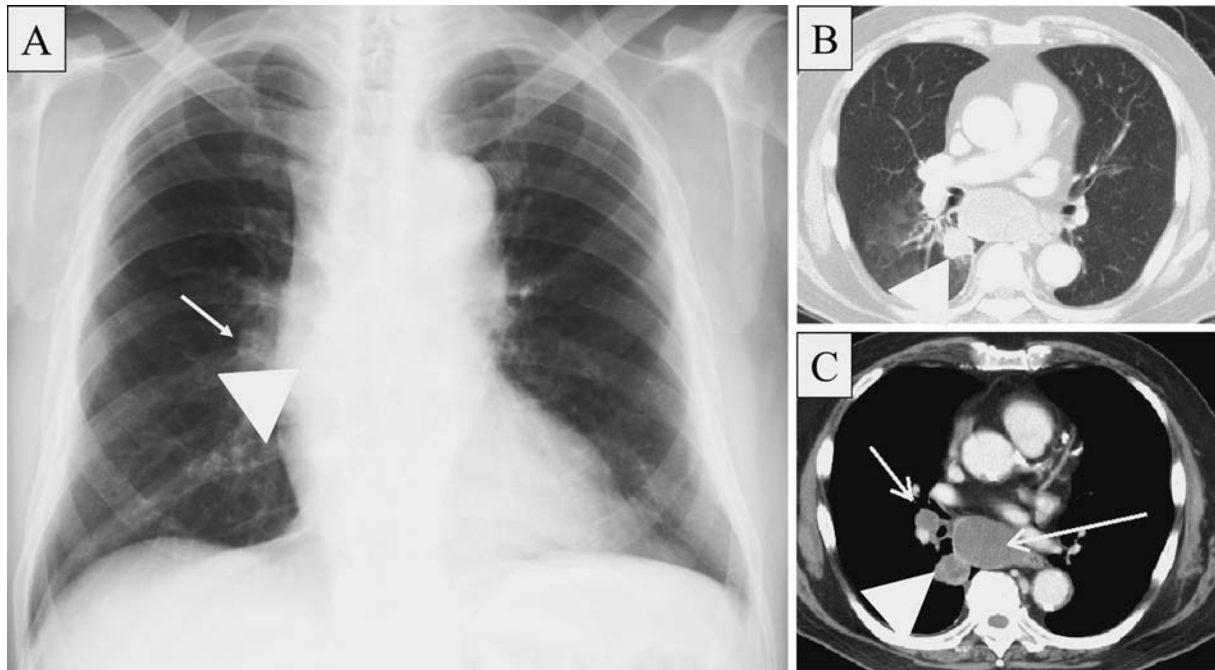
A. Chest radiograph showed a mass shadow in the right lower lobe (arrowhead), and unilateral hilar lymphadenopathy (arrow). B, C. Chest CT revealed the primary SCLC lesion (arrowhead), and diffuse mediastinal lymphadenopathy (arrows). SCLC: small cell lung cancer.
